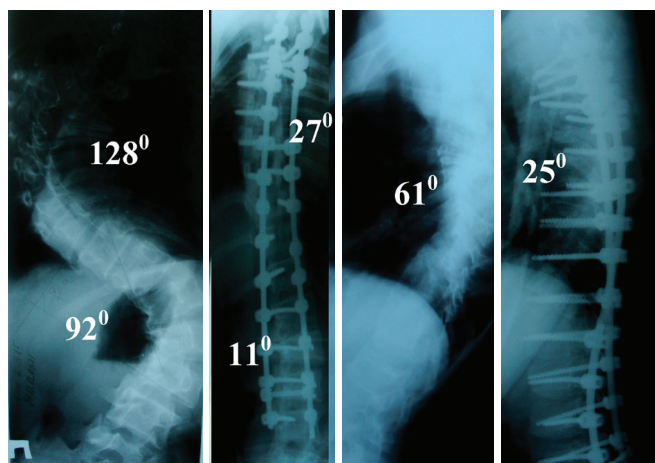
Рентгенограммы пациентки 3., 15 лет, до операции и через 2 года после операции
